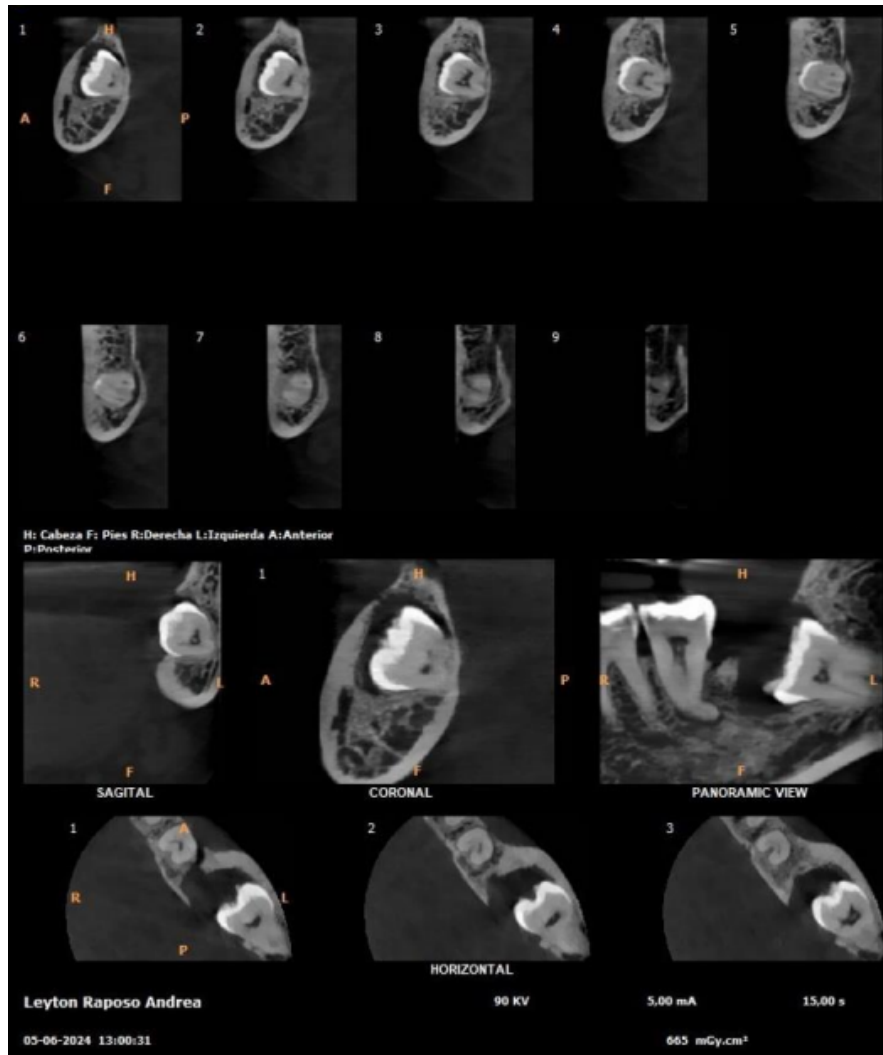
CBCT de tercer molar inferior izquierdo incluido en sus planos axiales, sagitales y coronales.
